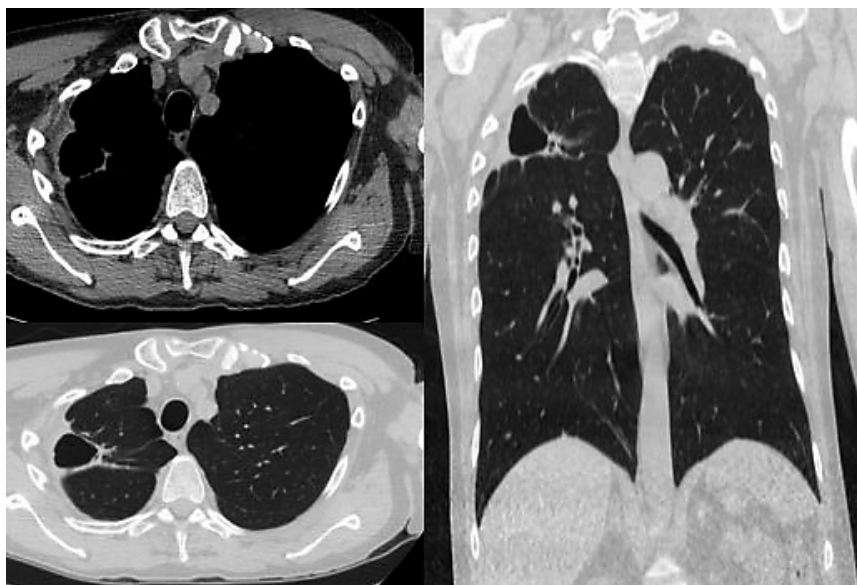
КТ-сканы в аксиальной и коронарной плоскости, демонстрирующие кистозный метастаз рака сигмовидной кишки
